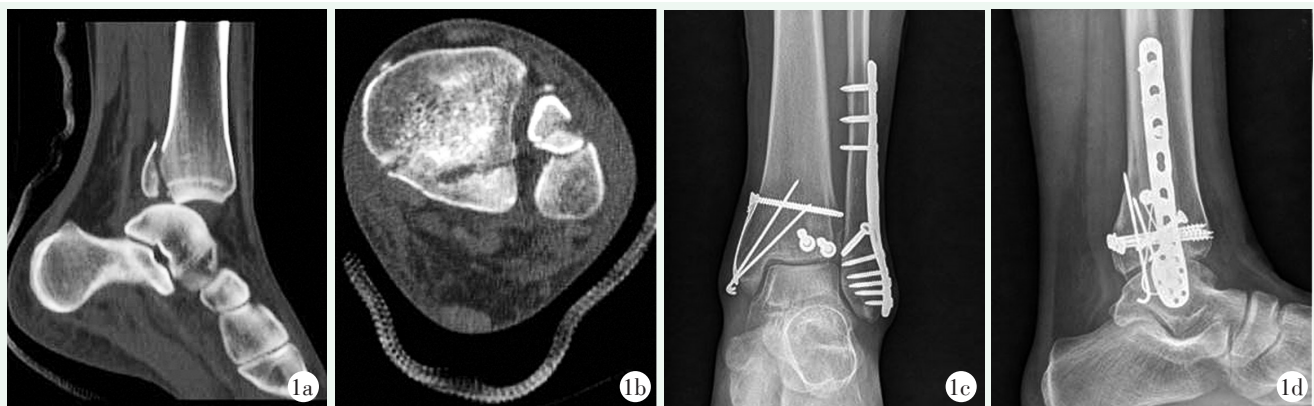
患者女性, 31 岁, 左踝关节骨折 (Lough-Hanson SER4 型), 行内踝骨折张力带固定、外踝骨折解剖钢板固定、后踝双枚空心钉固定。1a: 术前 CT 矢状面重建提示胫距关节半脱位, 后踝骨折块上移, 关节内台阶; 1b: 术前 CT 横断面提示后踝骨折块累及下胫腓关节, 后踝骨折为 Bartonicek 3 型骨折; 1c, 1d: 术后 X 线片提示踝关节内 MCS 和 TFCS 对称, 胫距关节面平整, 内固定位置好。
